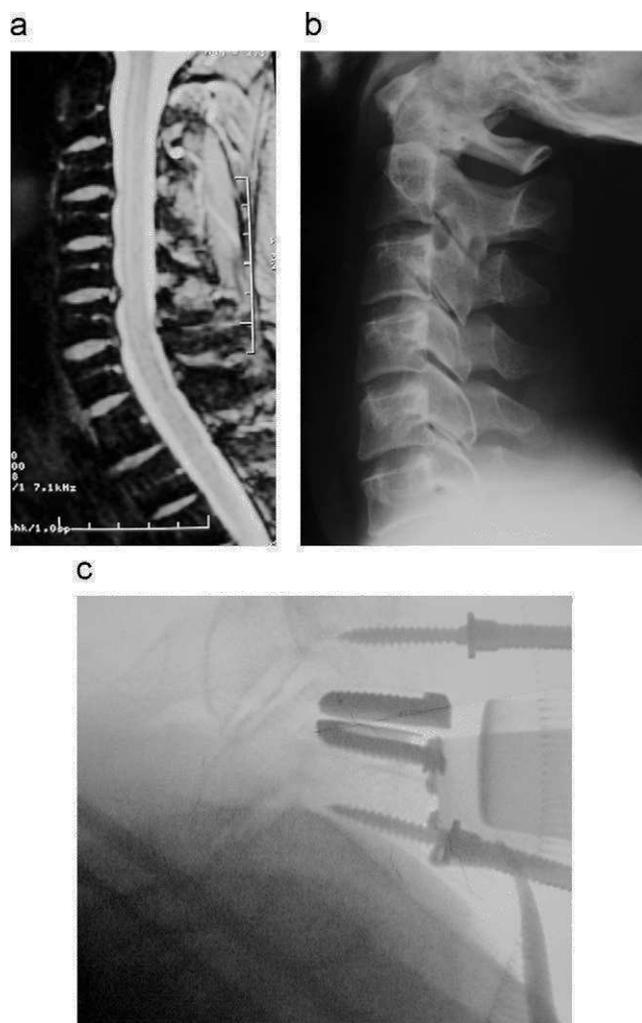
a) Hernia discal con compromiso radicular. b) En las radiografías se observan moderados cambios de espondilosis. c) Colocación de la prótesis de disco.
